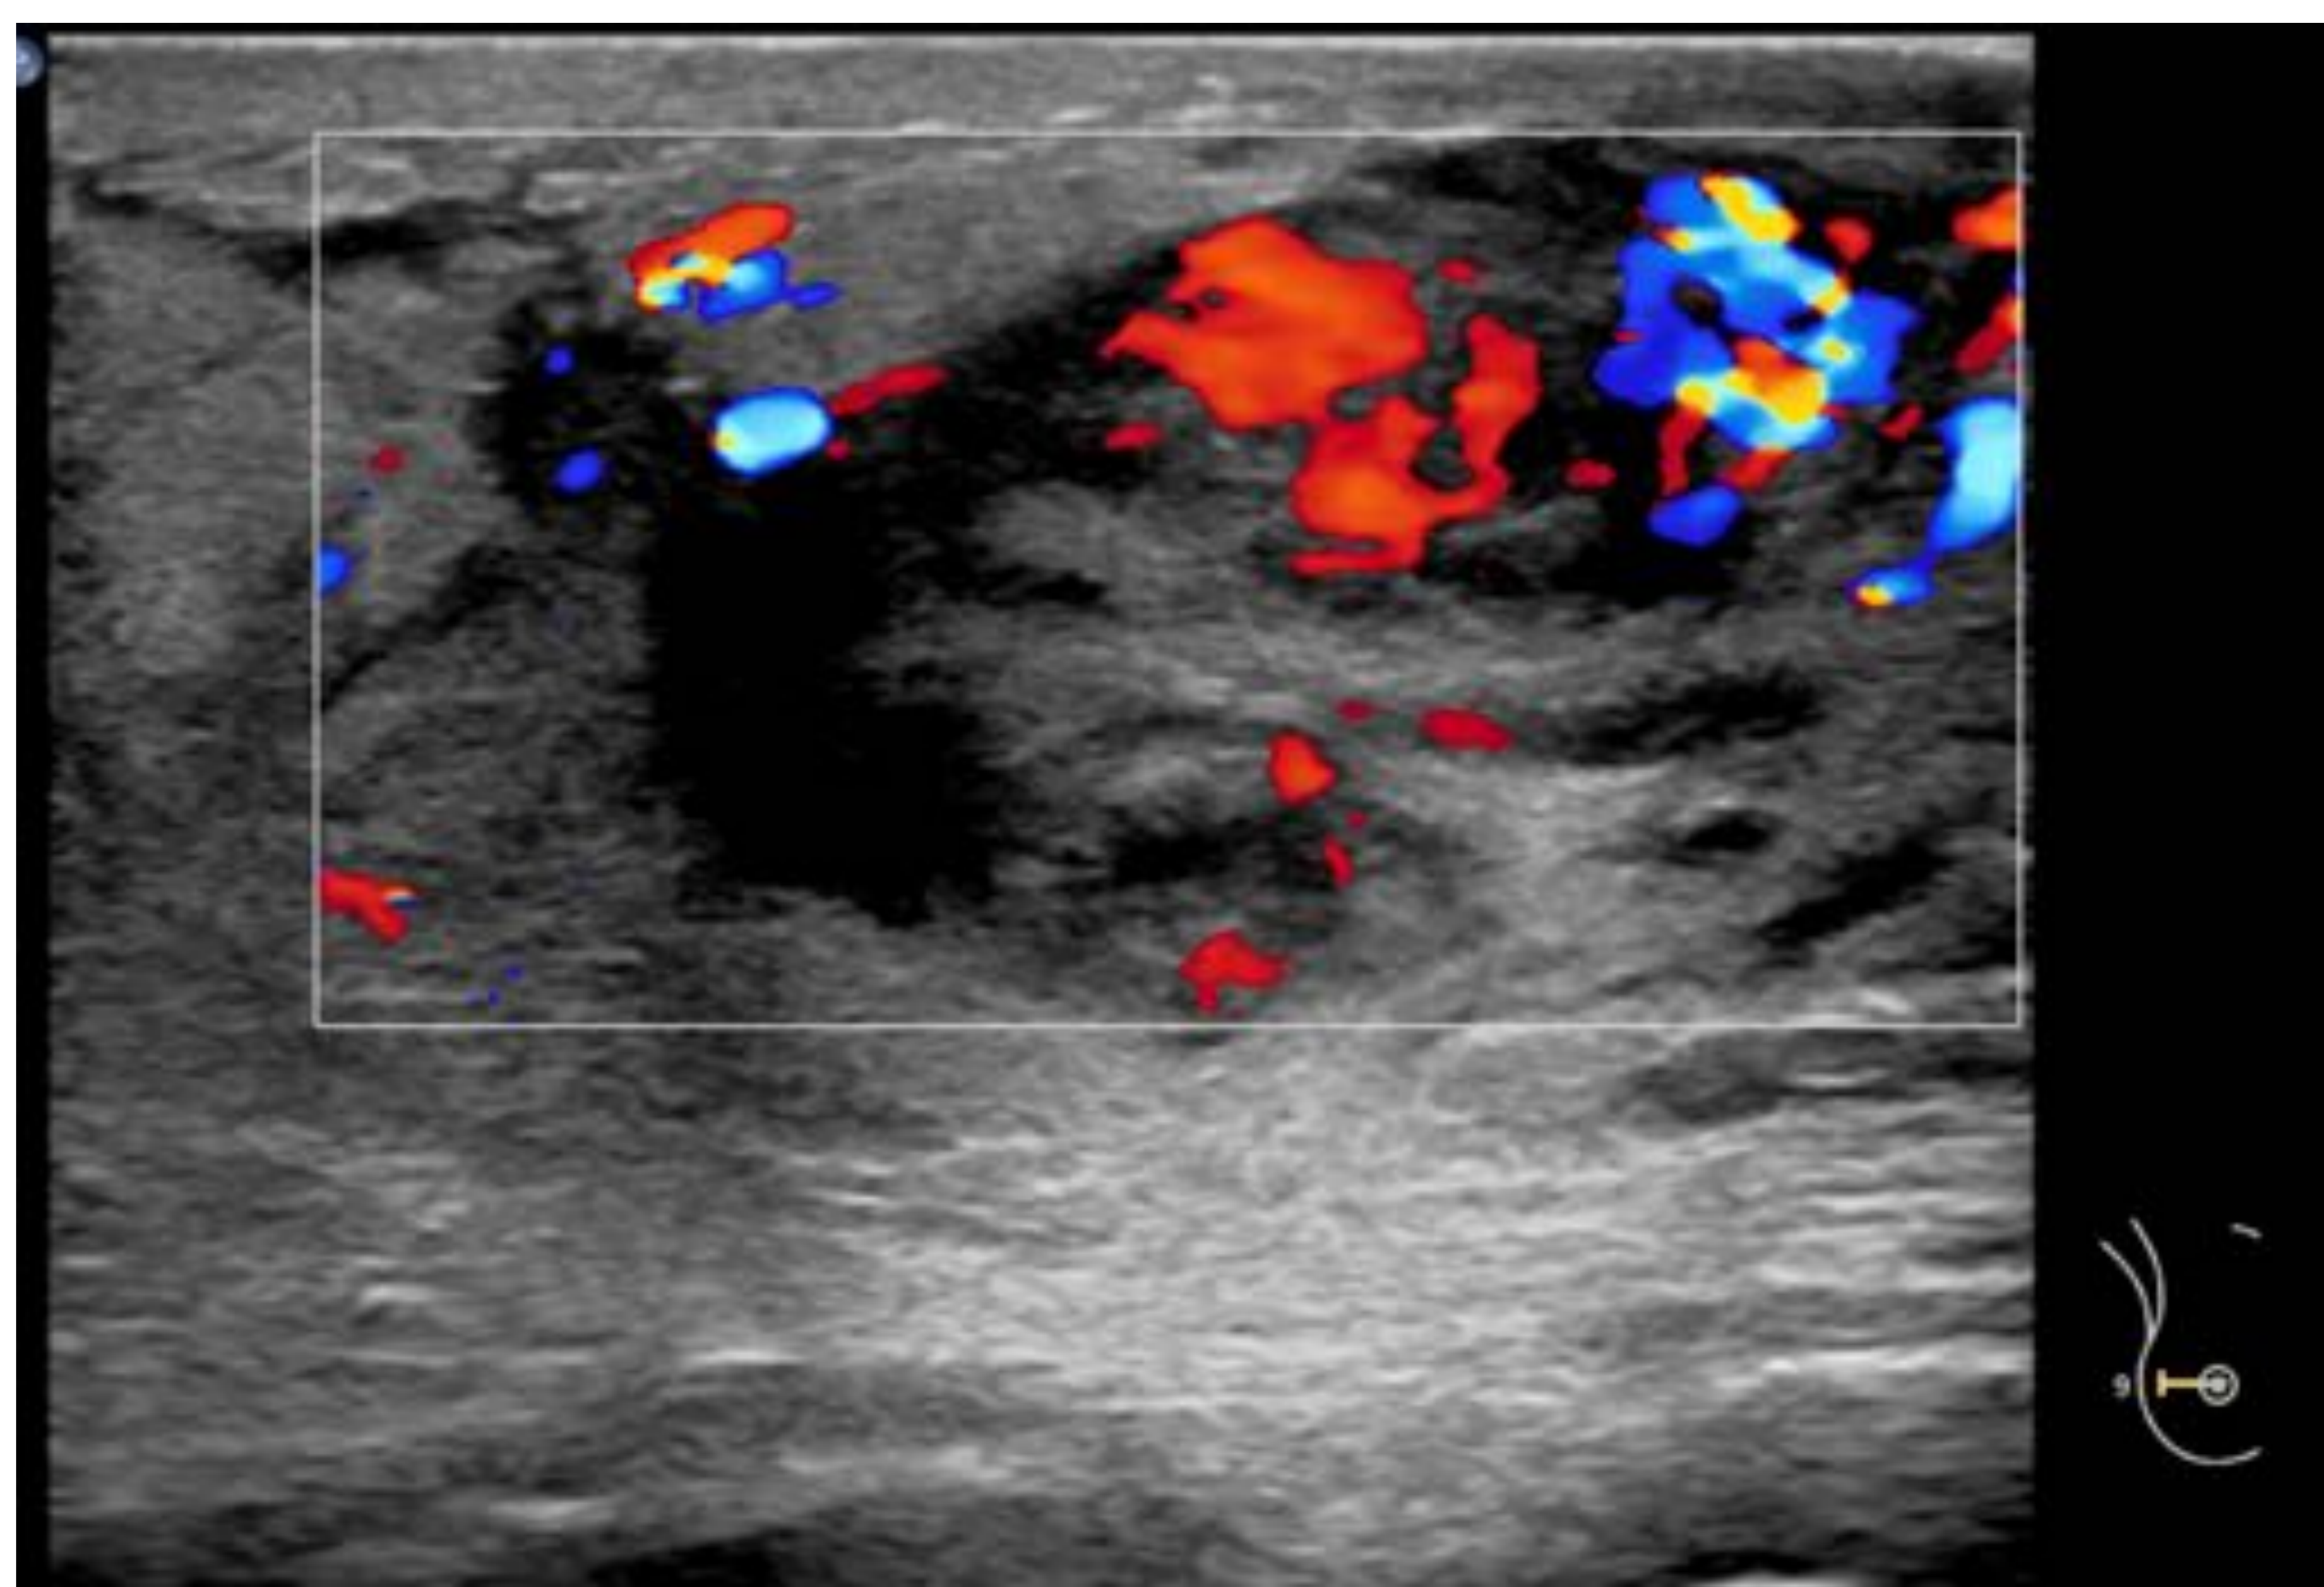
Ecografía mamaria derecha, misma paciente de la figura 9, se aprecia una masa de ecoestructura heterogénea ocupando todo el CSE de aprox 5.5 cm de diámetro transversal, con intensa vascularización en el estudio Doppler color. Se realizó BAG: Leucemia linfática crónica.
